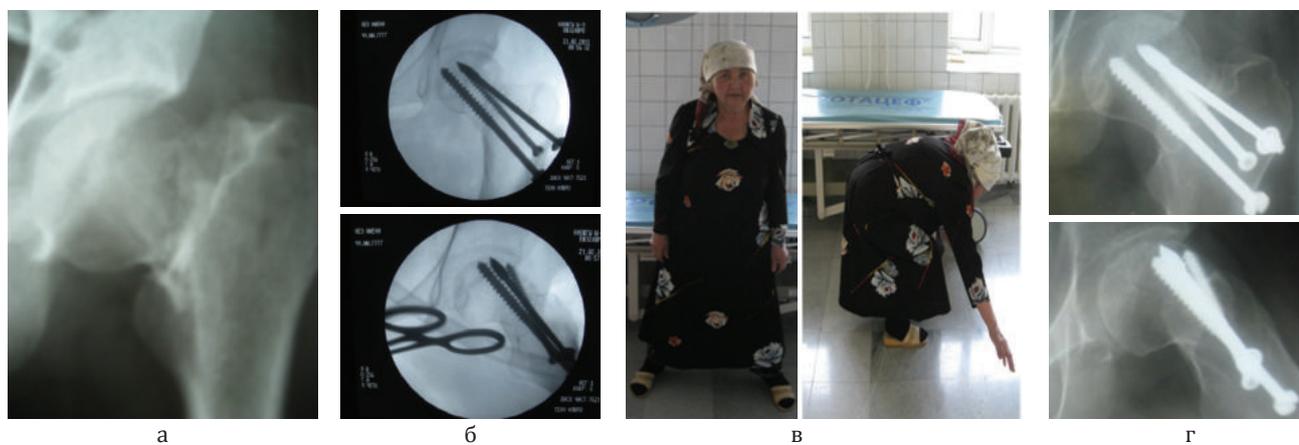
Рентгенограмма больной при поступлении (а); ЭОП-контроль (б); общий вид больной через 2 мес. после операции (в); рентгенограмма в динамике (г).
